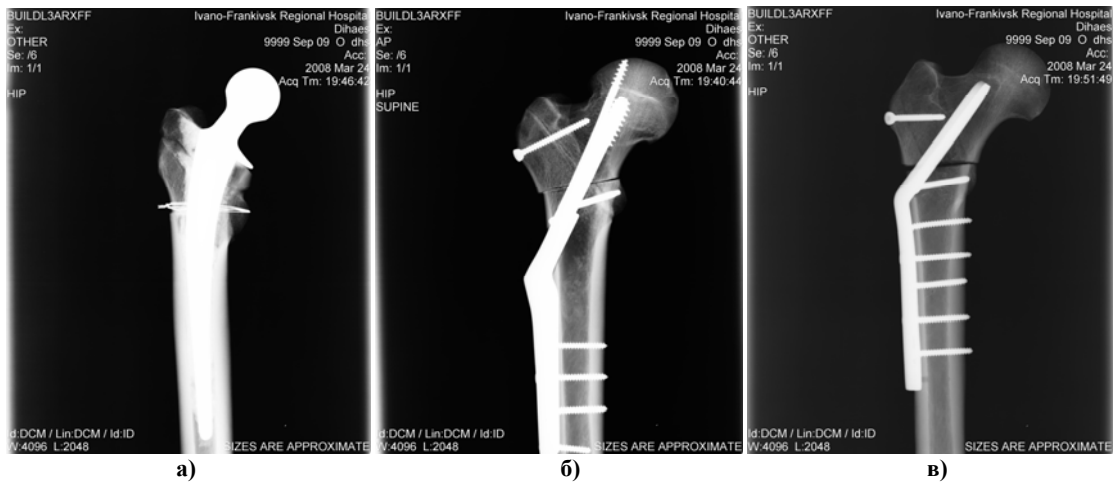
Рентгенограми препаратів, фіксованих ендпротезом на кістковому цементі (а), фіксатором DHS (б) та кутовою пластинною 130° (в)
